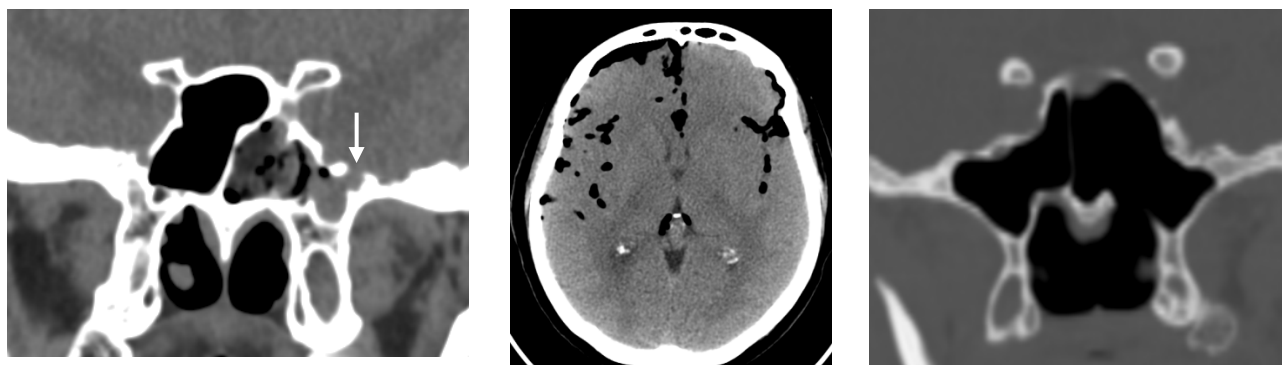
Характерные находки на КТ: а - фронтальная проекция, снижение воздушности в области латерального кармана левой клиновидной пазухи (дефект указан стрелкой); б - аксиальная проекция, послеоперационная пневмоцефалия; в - фронтальная проекция, частично отсутствует нижняя стенка клиновидной пазухи, удаленная в процессе доступа
